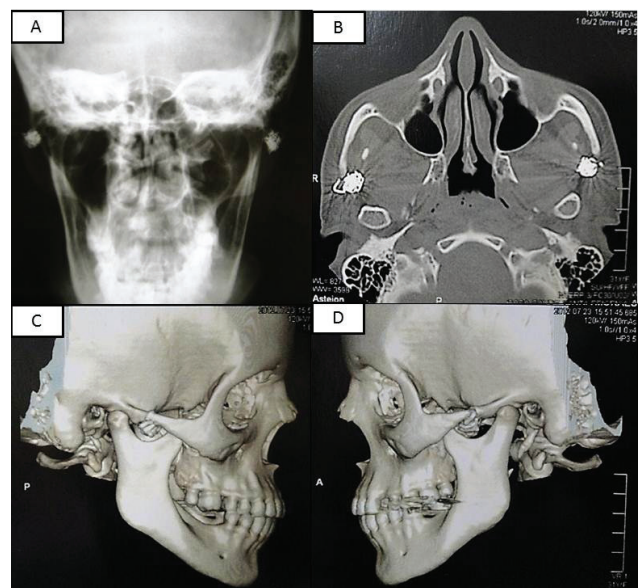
Exames Imaginológicos. A) Radiografia de Towne; B) Tomografia Computadorizada, corte axial; C e D) Reconstrução em 3-D
